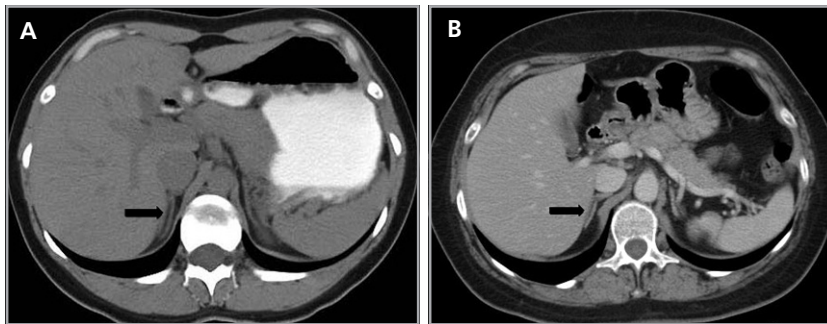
Glándula suprarrenal normal en tomografía computada. Cortes axiales de tomografía computada, donde se identifica la morfología normal de la glándula suprarrenal derecha (flecha) en fase no contrastada (a), y tras el uso de medio de contraste endovenoso (b).
